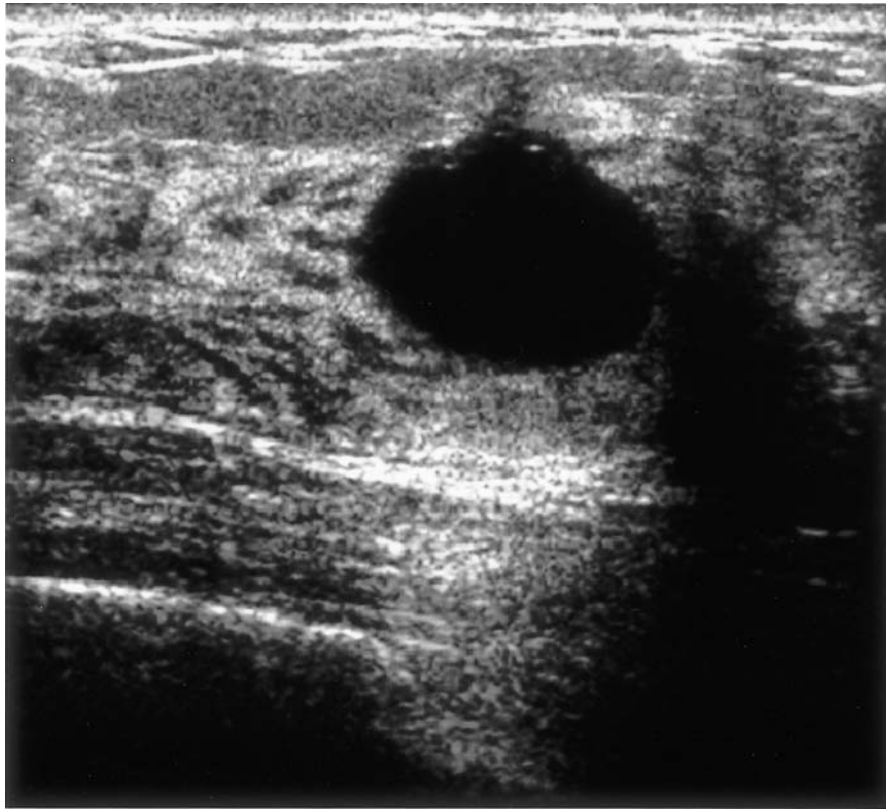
Fibroadenoma in a 39-year-old woman. Ultrasonography shows a 17 x 8 x 12 mm oval-shaped hypoechoic mass (not shown). She was biopsied 14 times with 8-gauge probe. There is a 21 x 14 x 18 mm hematoma at the biopsy site at post-biopsy 22 days, but resolved spontaneously.
